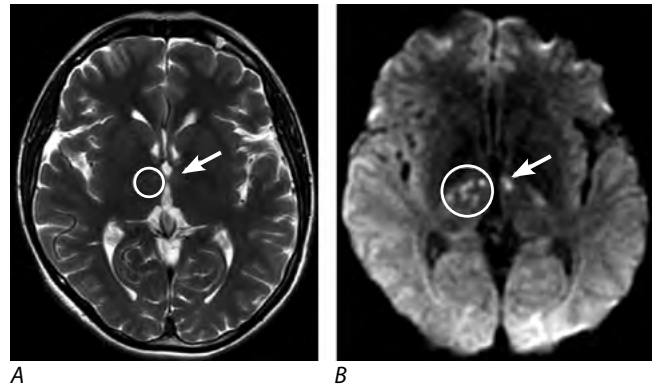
МРТ головного мозга в режиме Т2 (А) и DWI (В). Стрелками и кругами показаны постинфарктные изменения в парамедианных отделах таламусов.
